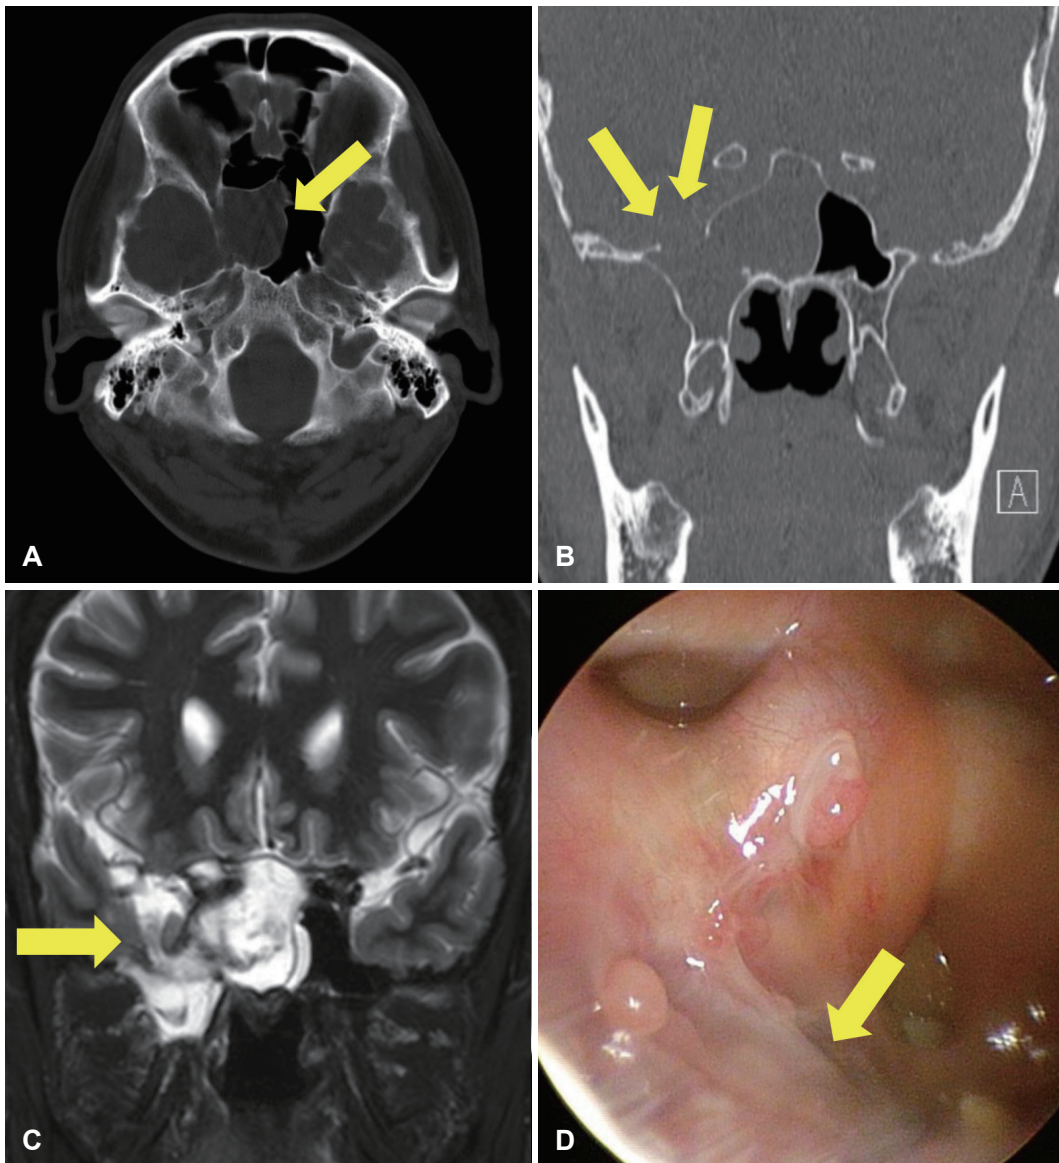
Image findings of sphenoidal meningoencephalocele patient before and after surgery. Brain CT (A) shows the expanded wall of sphenoid sinus wall (arrow) and paranasal sinus CT (B) demonstrates the opacification of sphenoid sinus associated with bony wall thinning or erosion (arrows). C: MRI (T2 weighted image) shows temporal lobe herniation (arrow). D: Endoscopic view of right sphenoid sinus 1 year after surgery shows engrafted inferior turbinate mucosa (arrow) at the posterolateral wall of the sinus.
